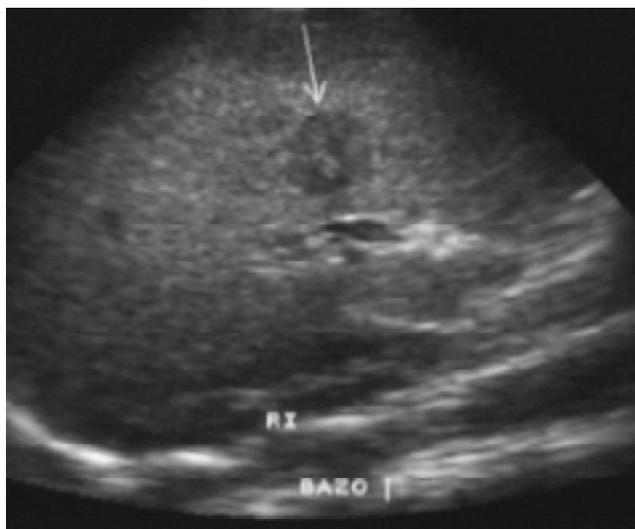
Ultrasonido sagital que demuestra esplenomegalia y una lesión hipoeoica (flecha).
